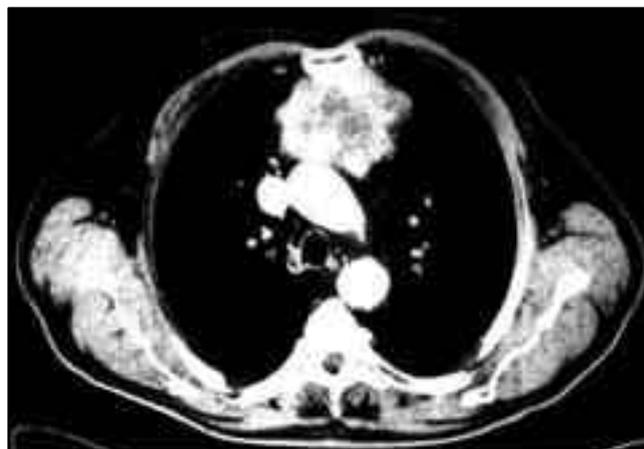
Imagen de tomografía axial computarizada de tórax correspondiente al caso 3. Se observa masa sólida con áreas de probable degeneración quística, poliglobulada y con espículas en grasa del mediastino.
